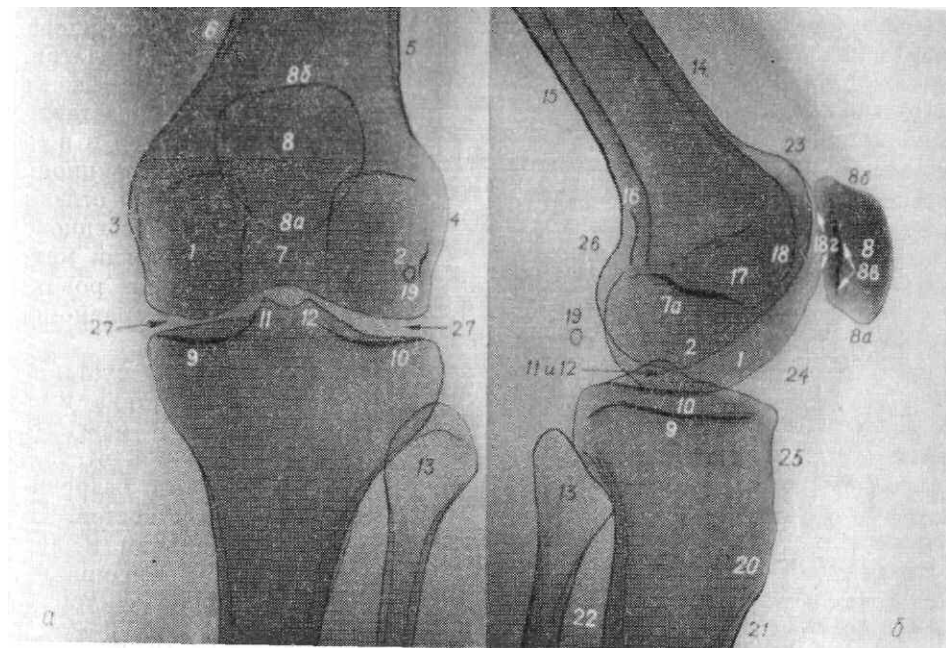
Рентгенограмма коленного сустава в прямой задней (а) и боковой (б) проекциях.
